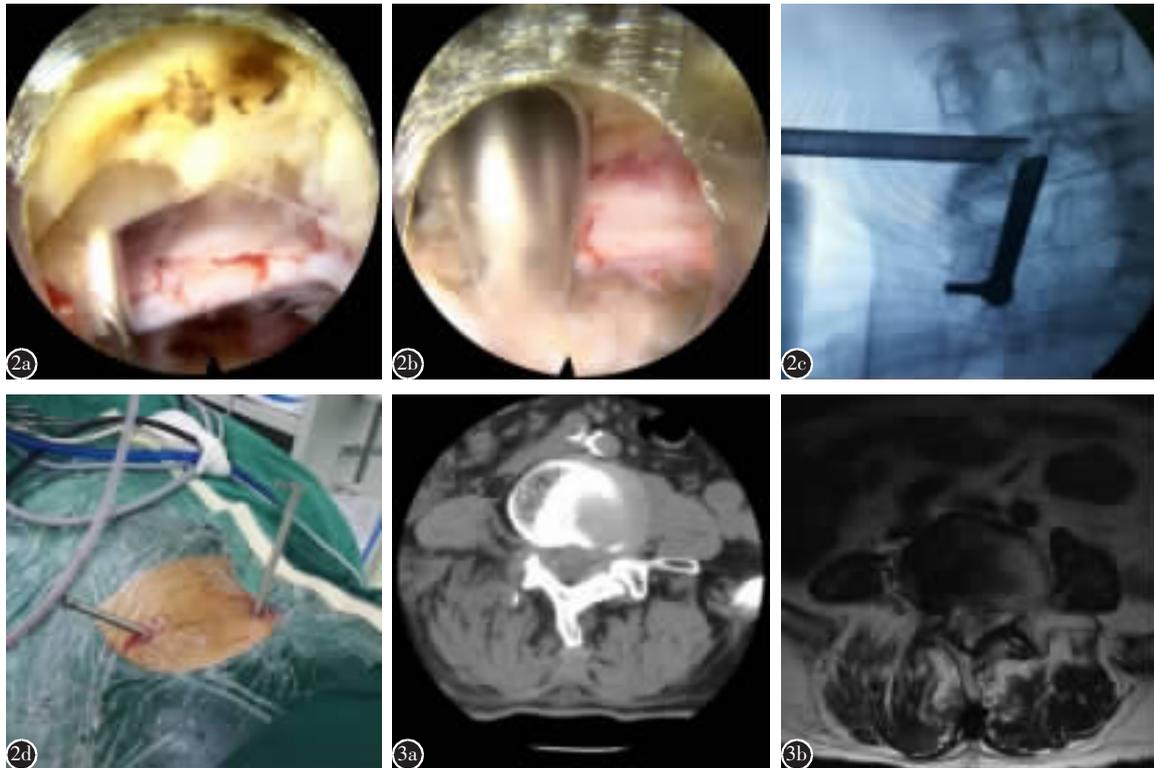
a 术中侧路监视下引导后路穿刺 b 双通道下联合减压 c 联合入路术中的透视确定工作管道位置 d 联合入路术中大体像 图 3 a 术后 3 个月复查 CT 示侧隐窝骨性结构减压彻底 b 术后 3 个月轴位 MRI 示椎管内神经根和硬膜囊周围减压充分
